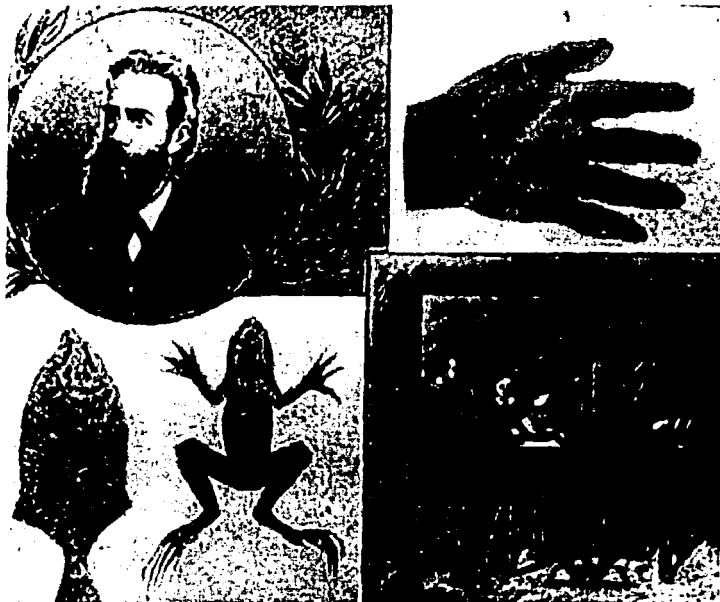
Descubrimiento de los Rayos Roentgen
